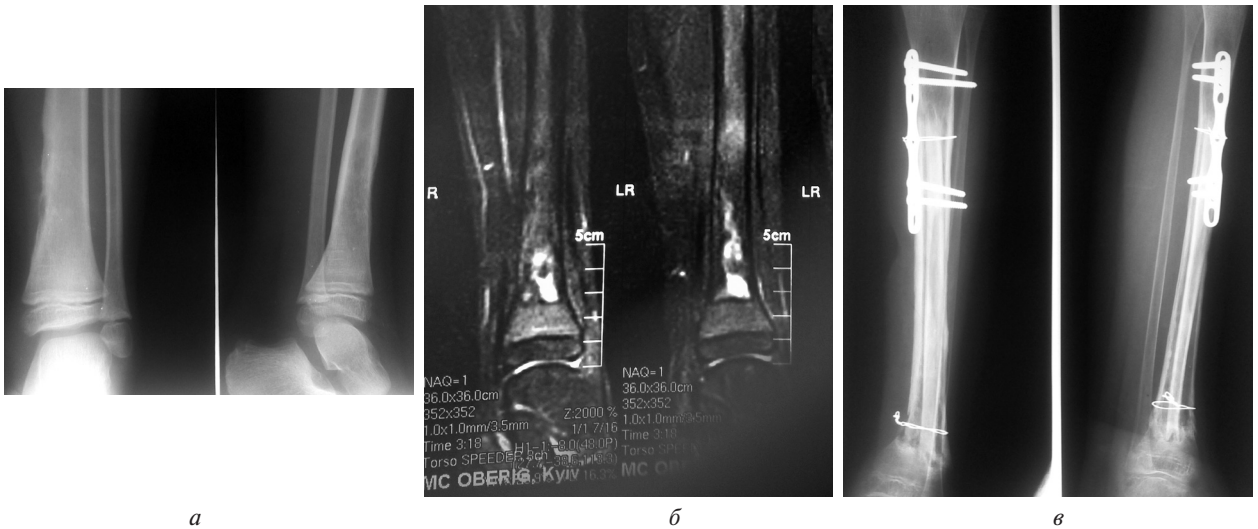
Рентгенограми (а, б) та магнітно-резонансна томографія (в) *хворого М.*, 9 років, із саркомою Юінга великогомілкової кістки: а) до лікування; б) відстань до зони росту від дистального краю пухлини 1,3 см; 34 міс спостереження; в) повна консолідація сегментів проксимального відділу, неповна консолідація сегментів дистального відділу великогомілкової кістки
